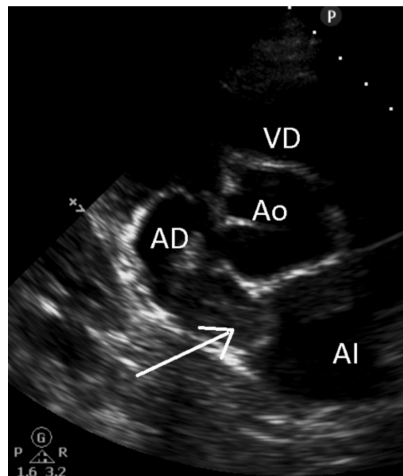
Ecografía transtorácica, ventana paraesternal eje corto. La flecha indica el trombo que se extiende desde la aurícula derecha (AD) a la aurícula izquierda (AI). Ao: válvula aórtica. VD: ventrículo derecho.
